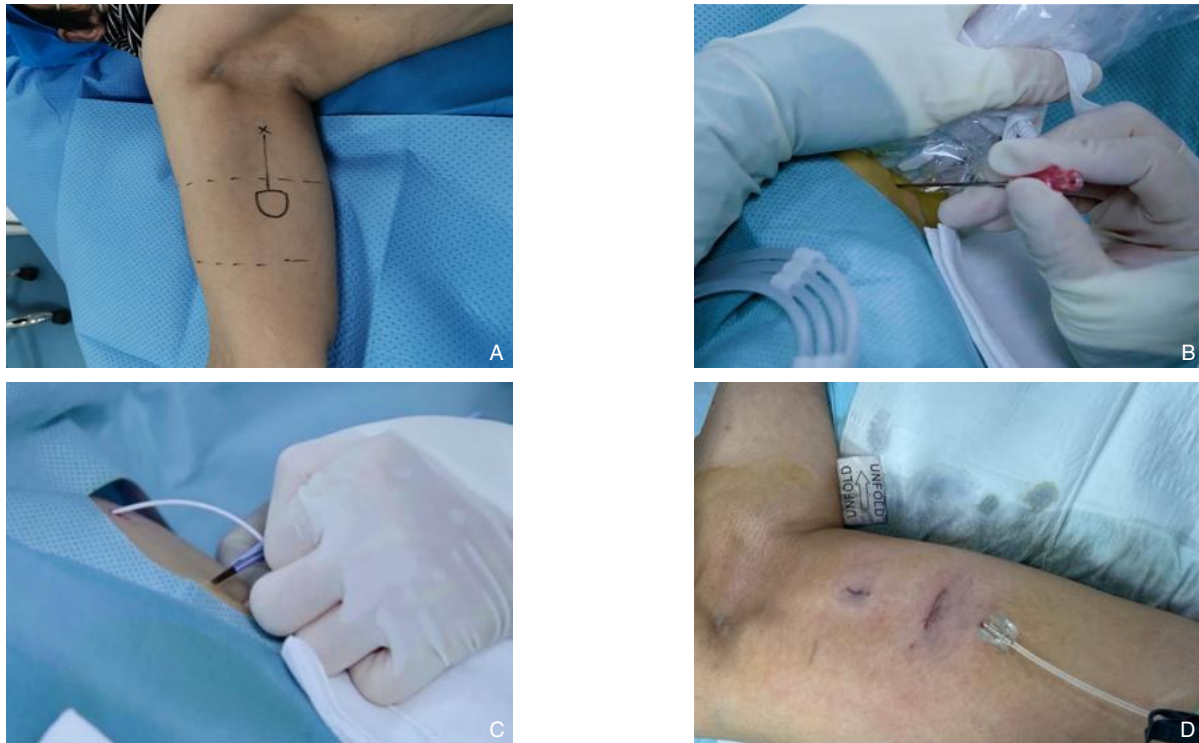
上臂港植入 A: 术前标记囊袋及目标血管穿刺位置; B: 超声引导下穿刺目标静脉; C: 置入导管后, 于目标囊袋位置切开; D: 粘合手术切口
